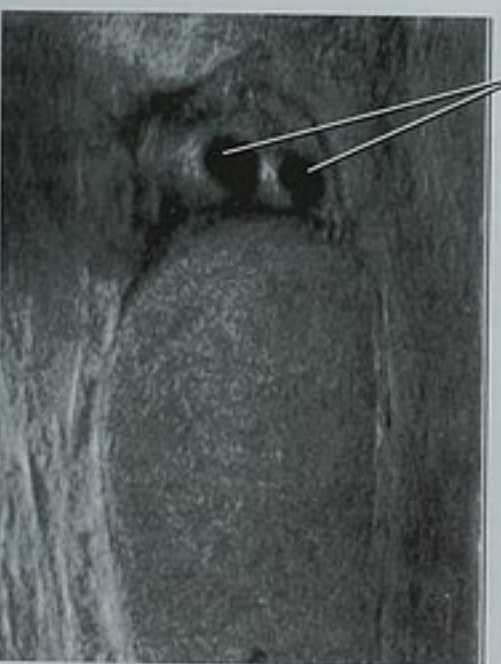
附睾头的矢状位超声图像显示两个偶然发现的单纯囊肿
